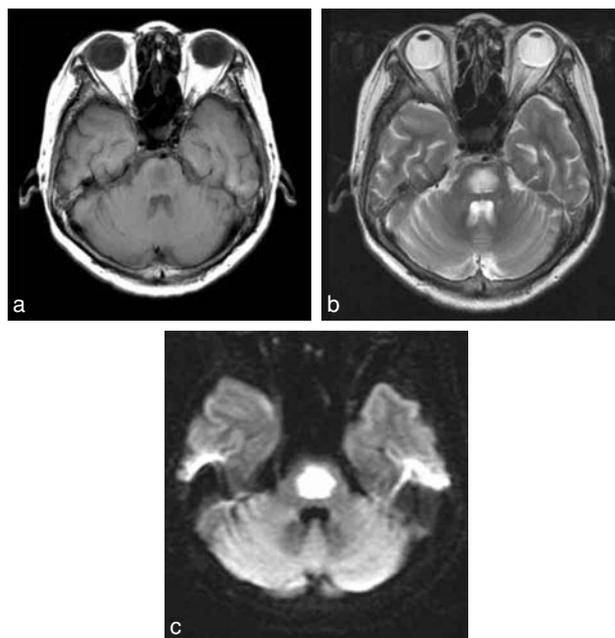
頭部 MRI 所見。(a) T1強調画像、(b) T2強調画像、(c) 拡散強調画像
